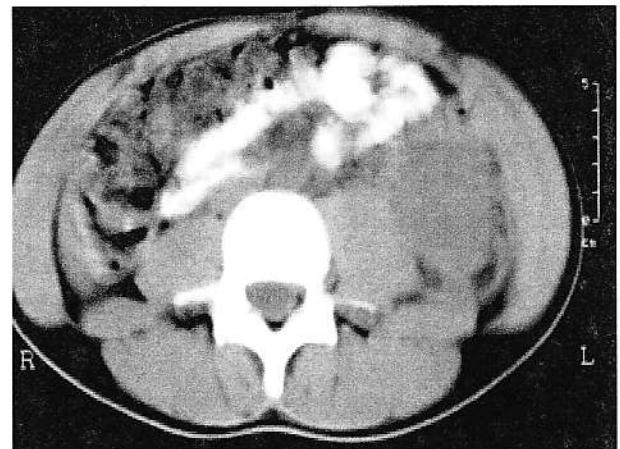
Explorarea CT a loiei renale evidențiază mușchiul psoas stâng mărit în volum, ceea ce sugerează prezența unui hematometru.
